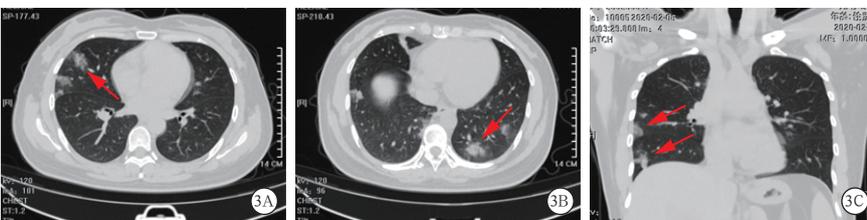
龙岩市家庭聚集性病例 1 胸部 CT 影像学表现
